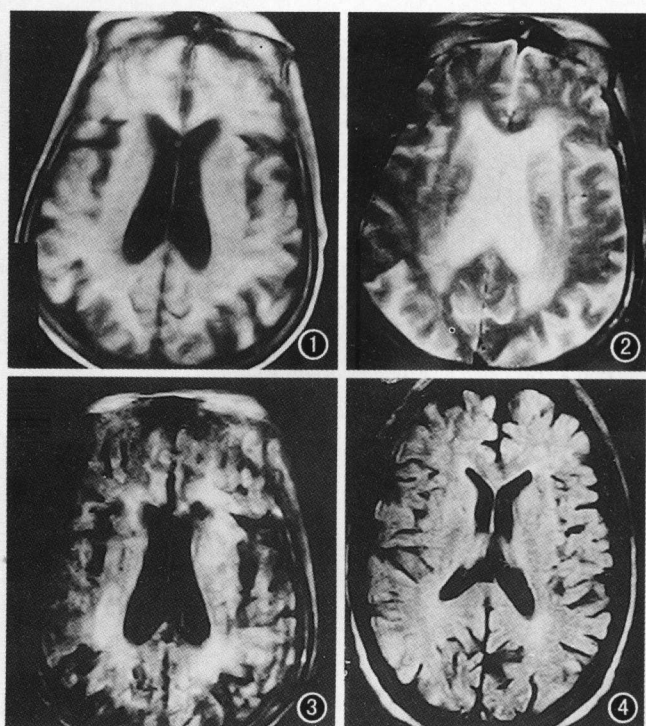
~3 LA 患者,有高血压病史,轻度智力障碍。图 1 SE 序列 T_1 WI 示病变为等信号。图 2 MRI SE 序列 T_2 WI 示两侧侧脑室周围脑白质内片状高信号改变。图 3 FLAIR 序列示两侧侧脑室周围脑白质呈片状高信号改变,边缘模糊不清。图 4 另一 LA 患者,有高血压病史,无神经、精神症状。MRI FLAIR 序列示两侧侧脑室后角脑白质呈小片状略高信号改变,边缘模糊不清。
